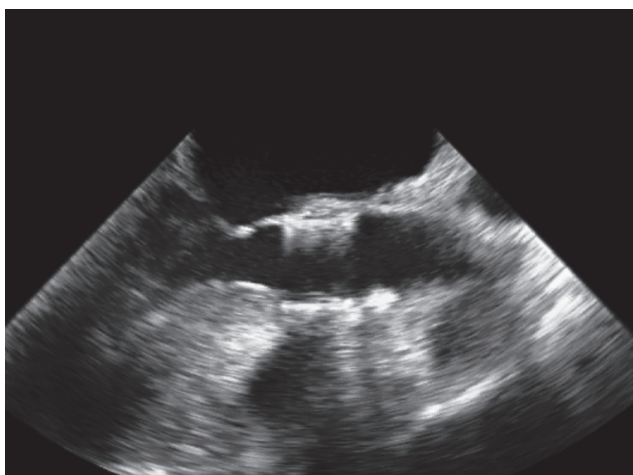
SAPIEN valve 留置直後の経食道心エコー図。
